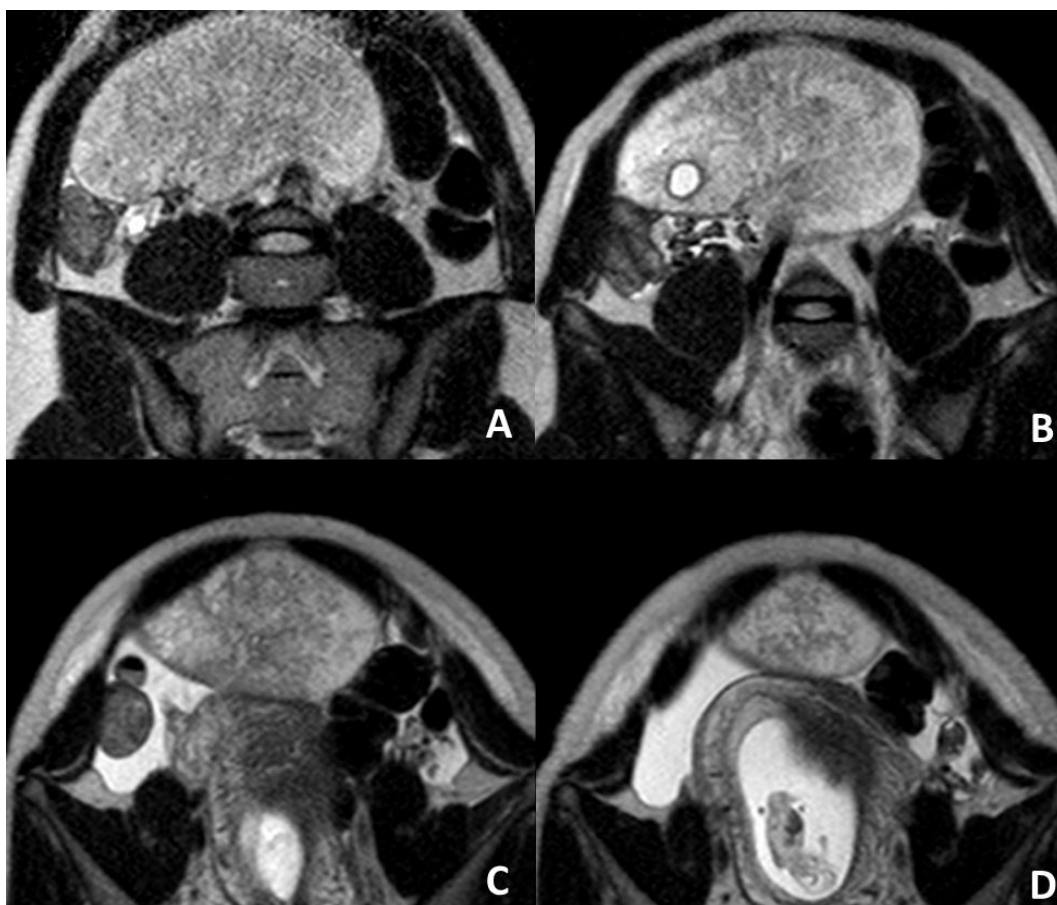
Imagens de RM ponderadas em T2 (sentido crânio-caudal de A a D) num plano axial oblíquo.
